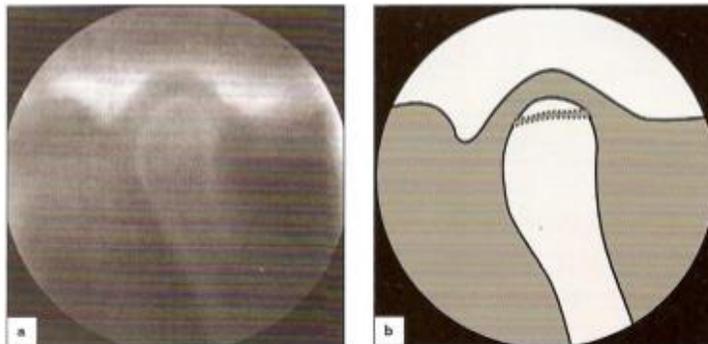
Radiografía de fractura condilar.
